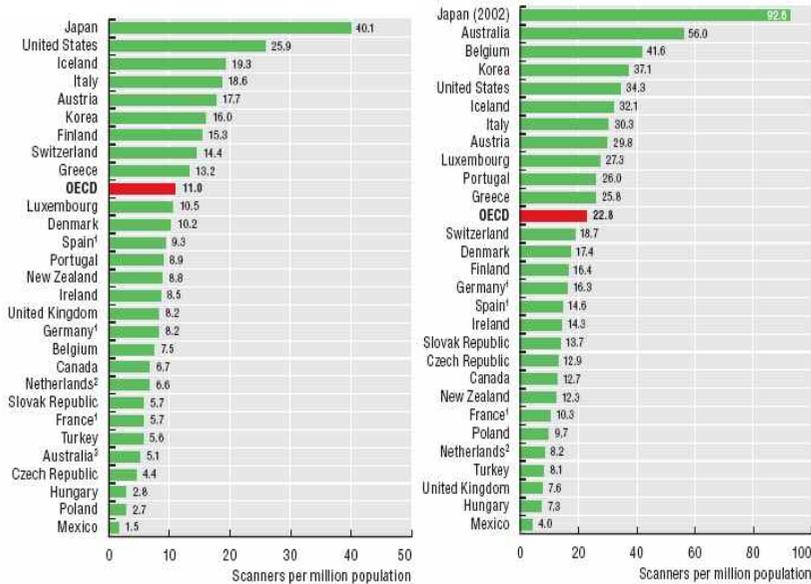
인구 100만명당 MRI units 수, 2007
